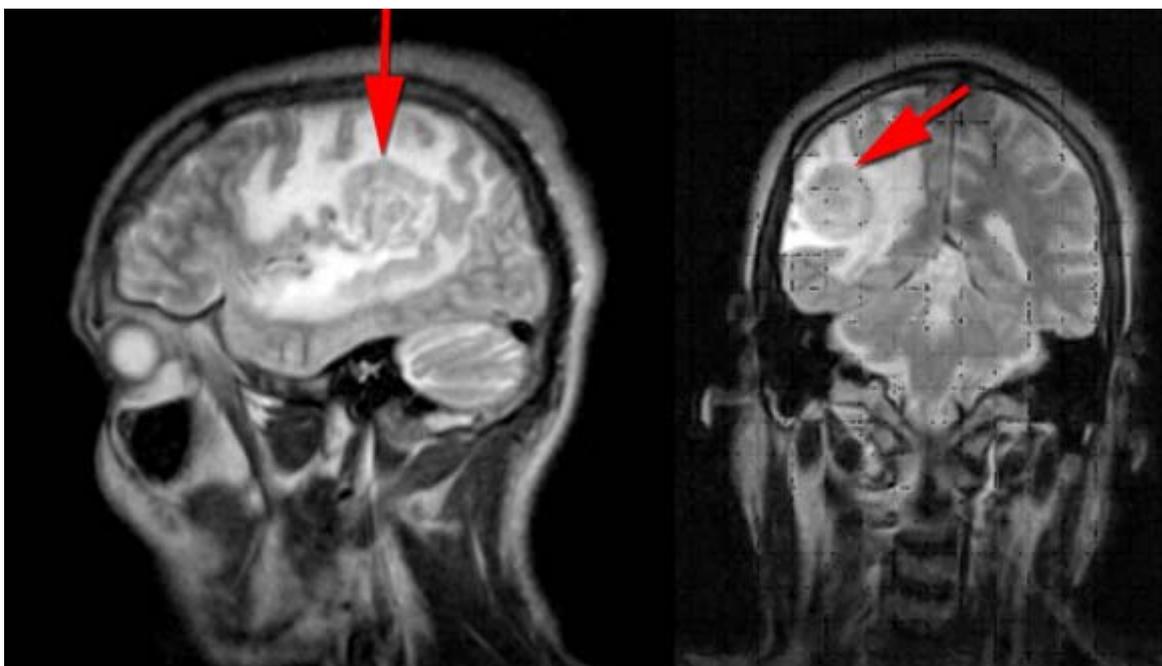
RMN de cráneo. Corte Sagital y Coronal T2.
